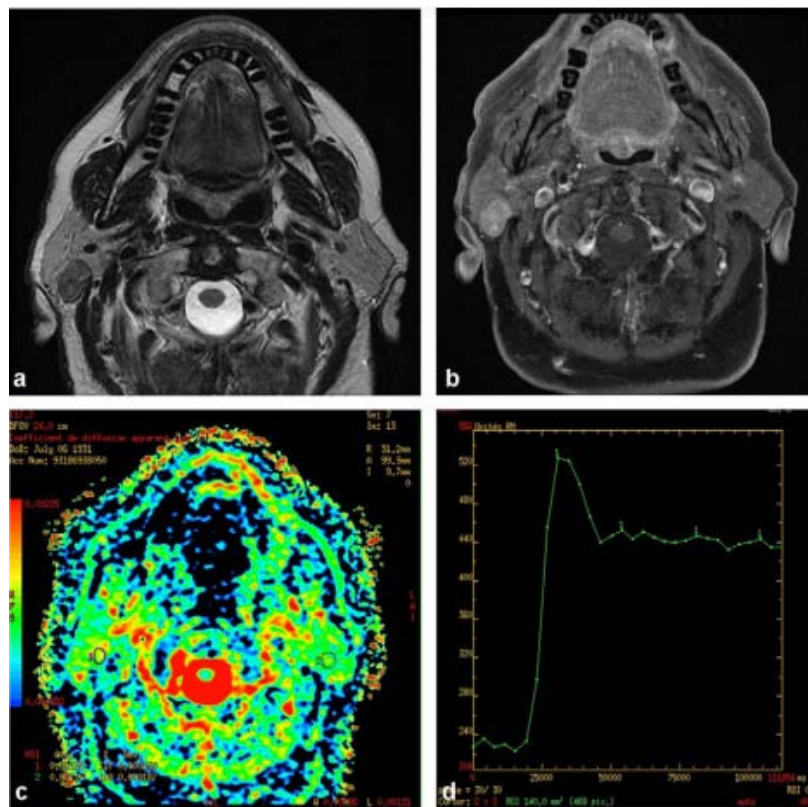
Tumeur de malignité intermédiaire ; IRM parotidienne montrant une formation tissulaire de la portion superficielle de la parotide droite : a : coupe axiale T2 : hyposignal; b : coupe axiale T1 après injection de gadolinium et saturation du signal de la graisse :
